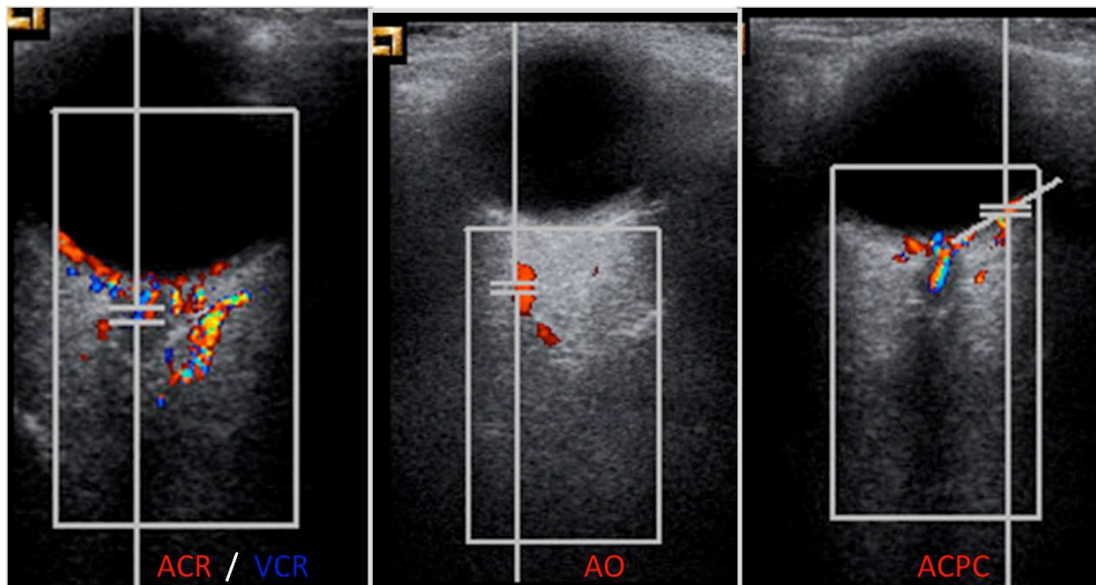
Ecografía Doppler color orbitaria, con el volumen muestral colocado sobre el vaso a insonar, de izquierda a derecha, la arteria central de la retina (ACR) y vena central de la retina (VCR), la arteria oftálmica (AO) y las arterias ciliares posteriores cortas (ACPC).
